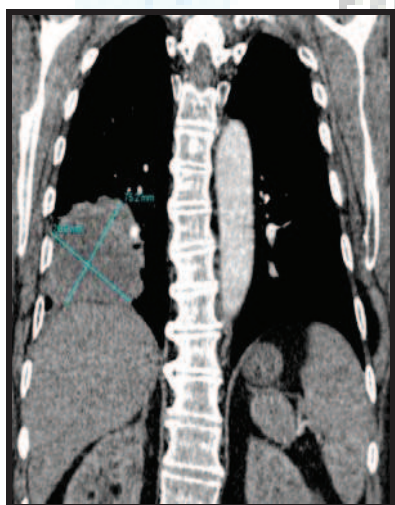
Corte coronal de TAC torácico, que muestra una gran masa pulmonar, localizada en lóbulo inferior derecho.
